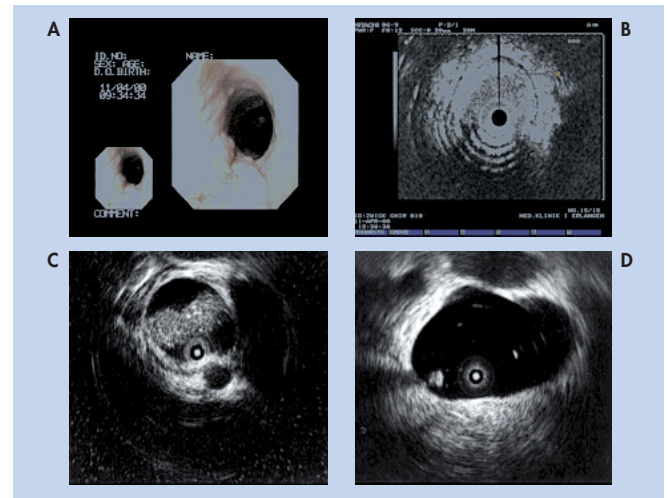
A. Visión endoscópica de carcinoma esofágico. B. Imagen ultrasonográfica con minisonda de alta frecuencia de la imagen A. Véase que el engrosamiento hipoecogénico de la pared produce disrupción de la submucosa, sin infiltrar a la muscular propia (capa hipoecogénica). C. Colédoco con barro en su interior. D. Litiasis en el colédoco con sombra acústica periférica (minisonda de 20 MHz). Cortesía de Pentax® y Olympus®.
